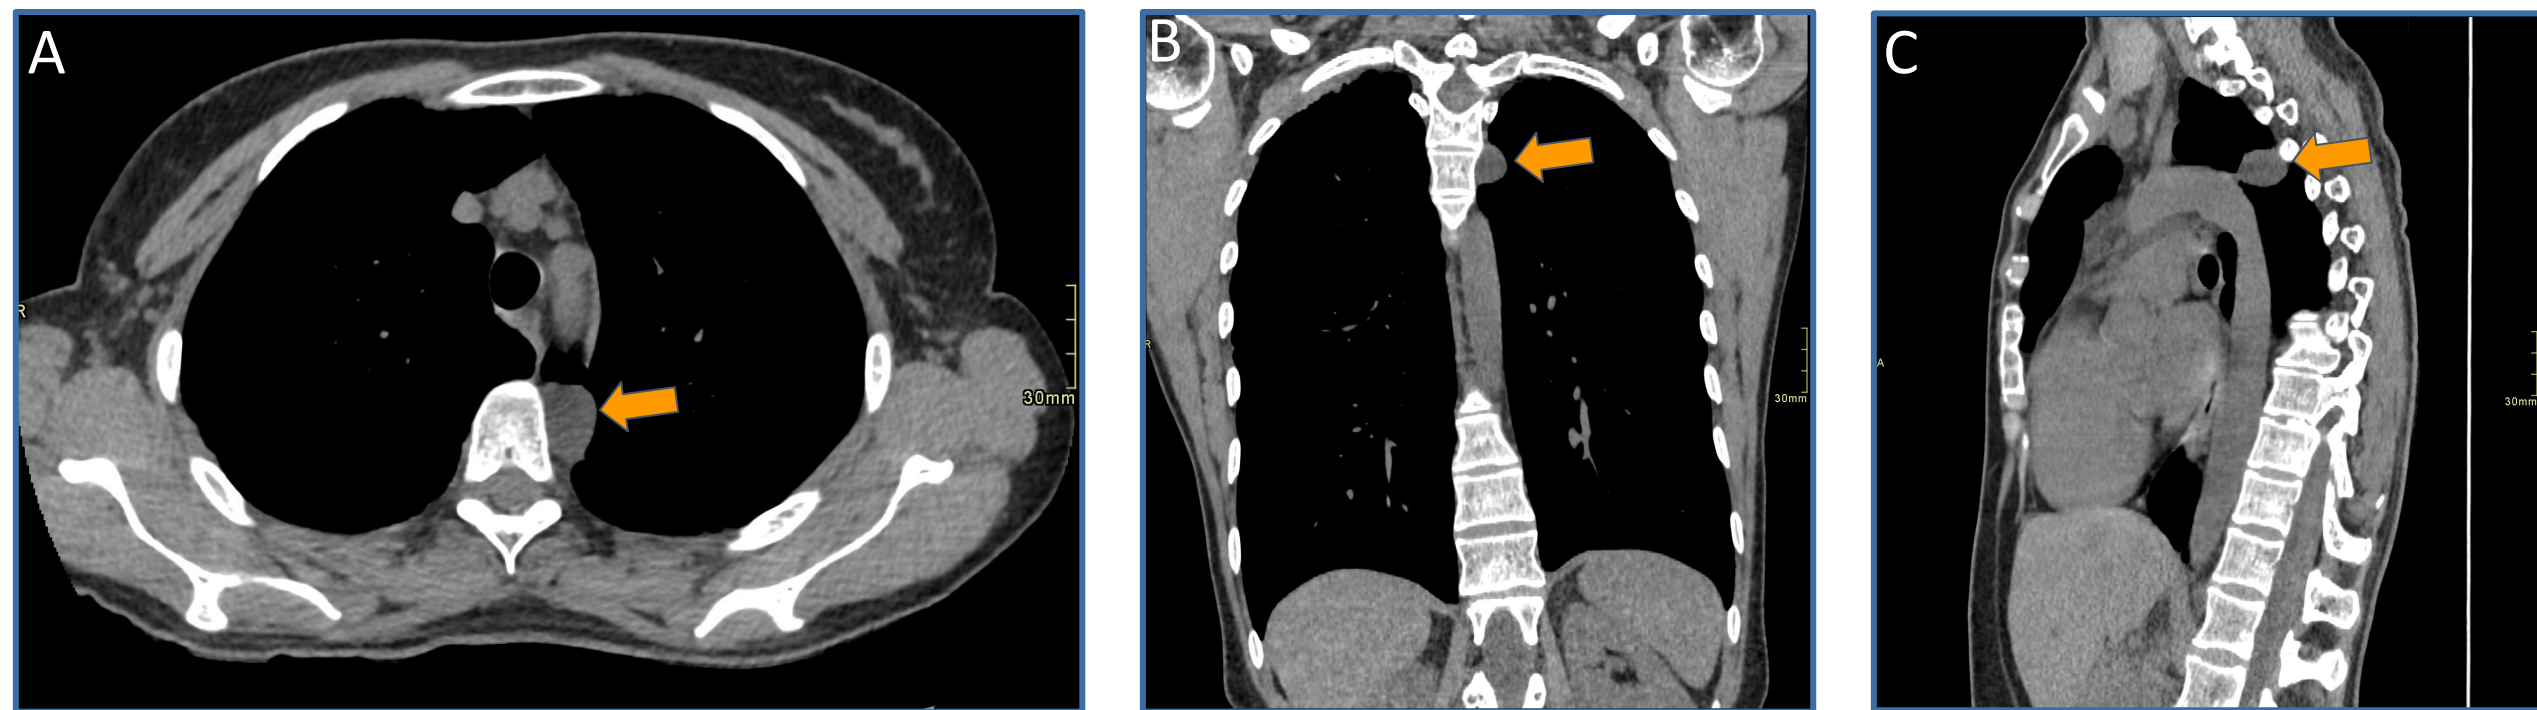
TC de tórax sin CIV reconstrucción axial (A), coronal (B) y sagital (C). Lesión hipodensa, ovalada, de bordes bien definidos, de localización paravertebral izquierda (flechas).
